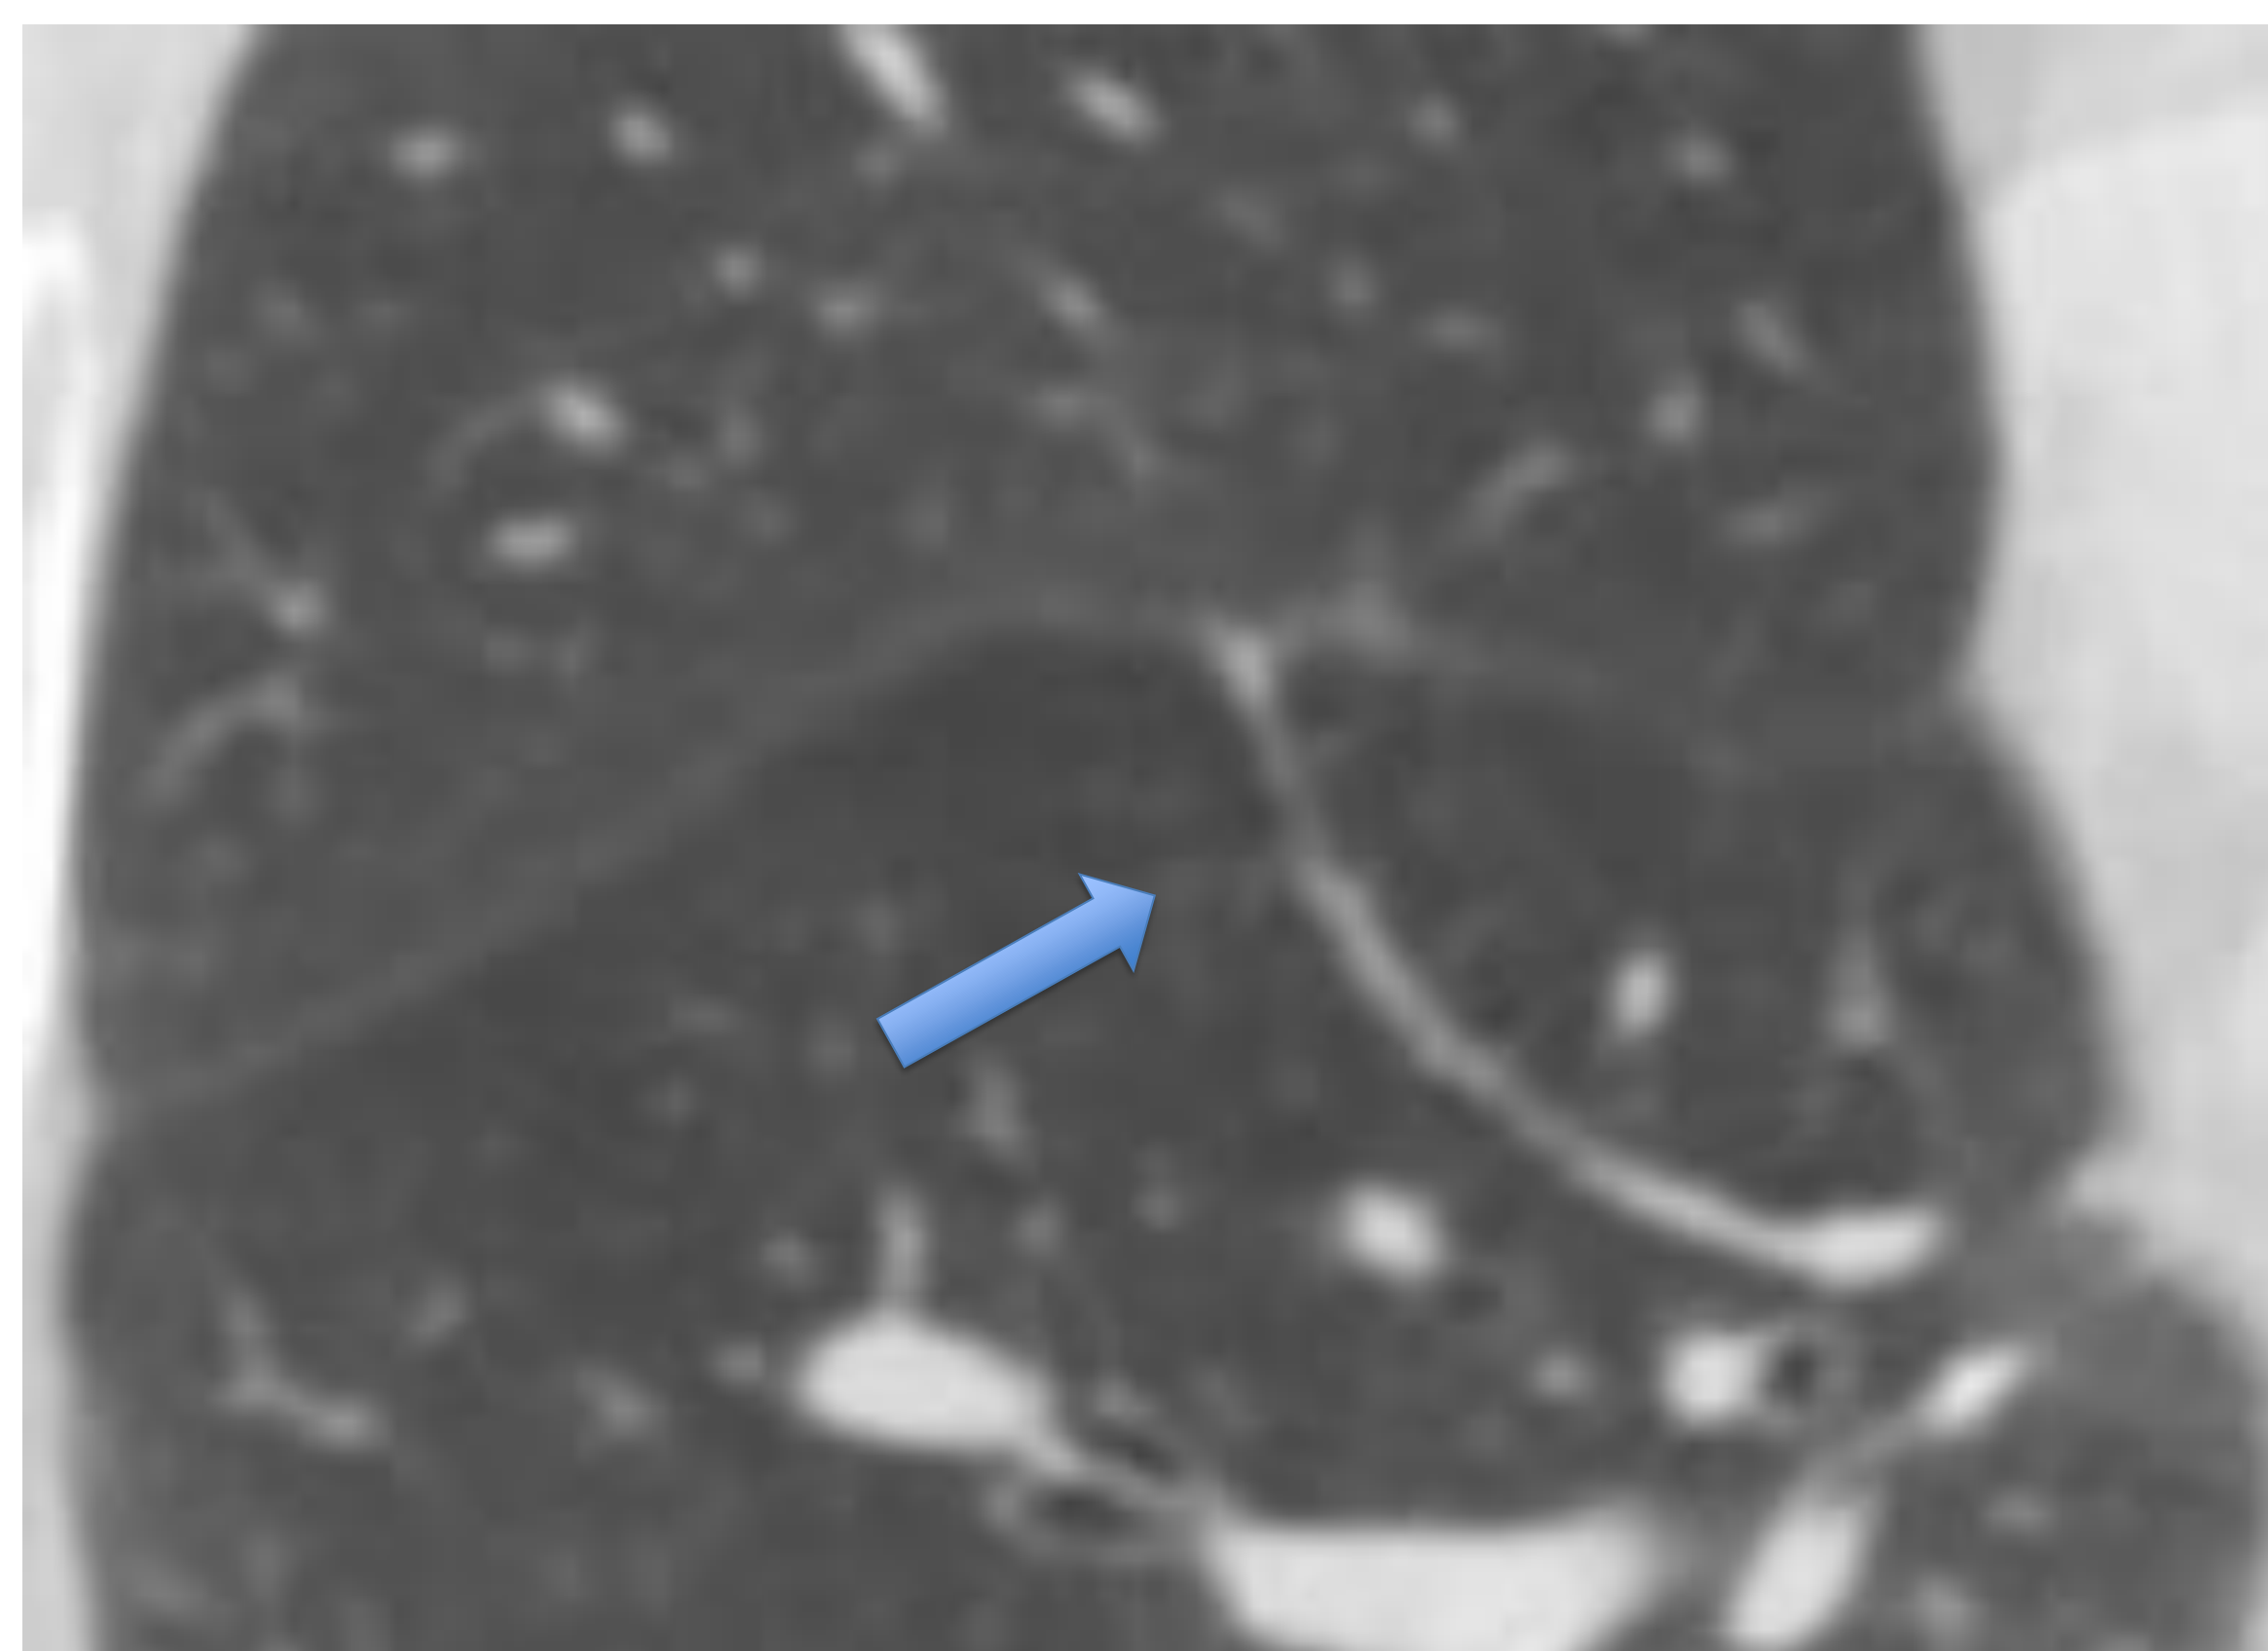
TC torácico axial y sagital donde se observa una vena con recorrido cisural (flecha azul).
